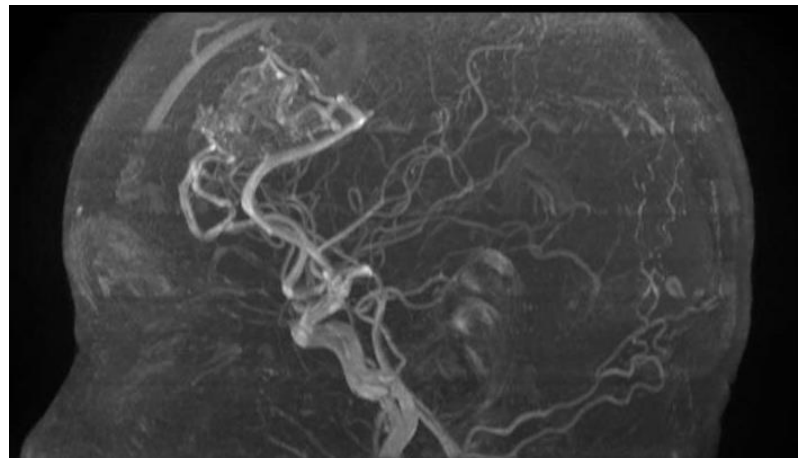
Angiografía por resonancia magnética, se muestra la MAVC en región frontal derecha, caso 5
